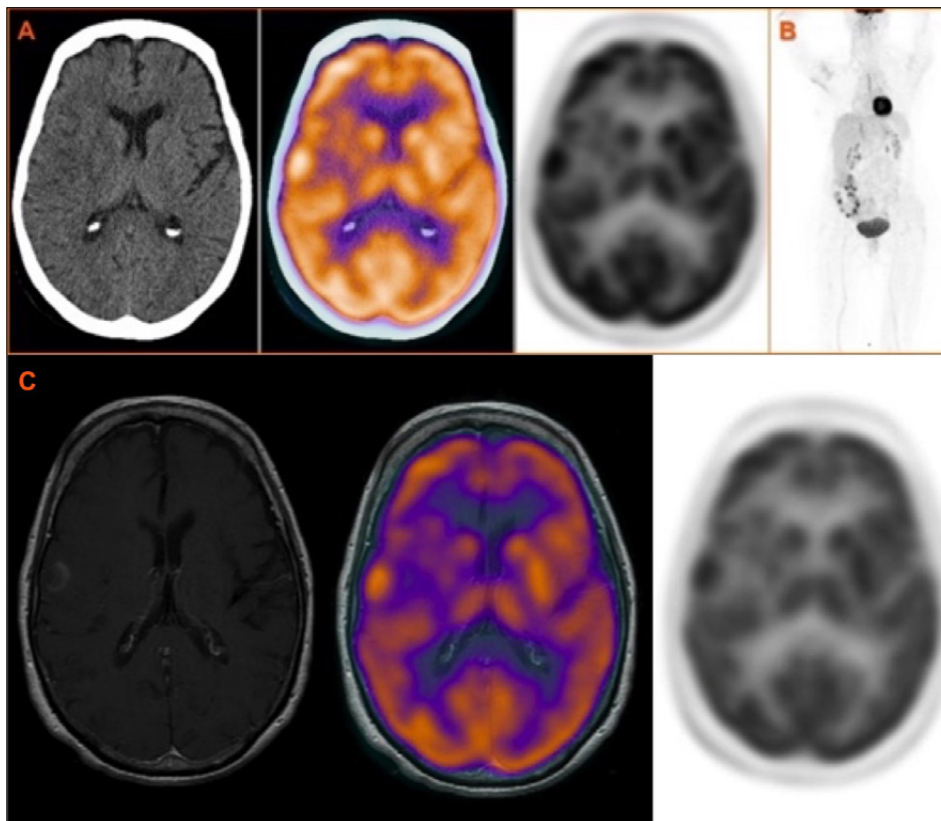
Imágenes PET-TAC ^{18}F -FDG que muestran cortes axiales de TAC, fusión PET-TAC y PET en que se observa depósito patológico de FDG en la lesión frontotemporal derecha con edema perilesional (A). No se observan otros hallazgos patológicos en el resto del cuerpo (B). Imagen de fusión de PET y RM (C).
